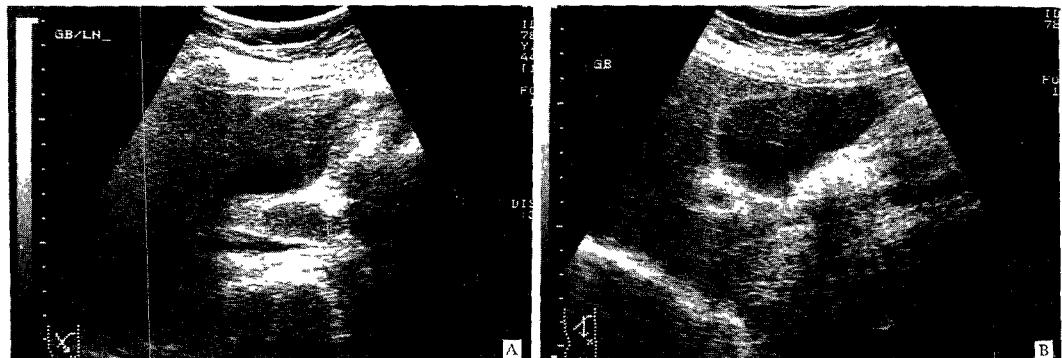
(A) Ultrasonography of abdomen taken on admission showed enlargement of subhepatic lymph node.
